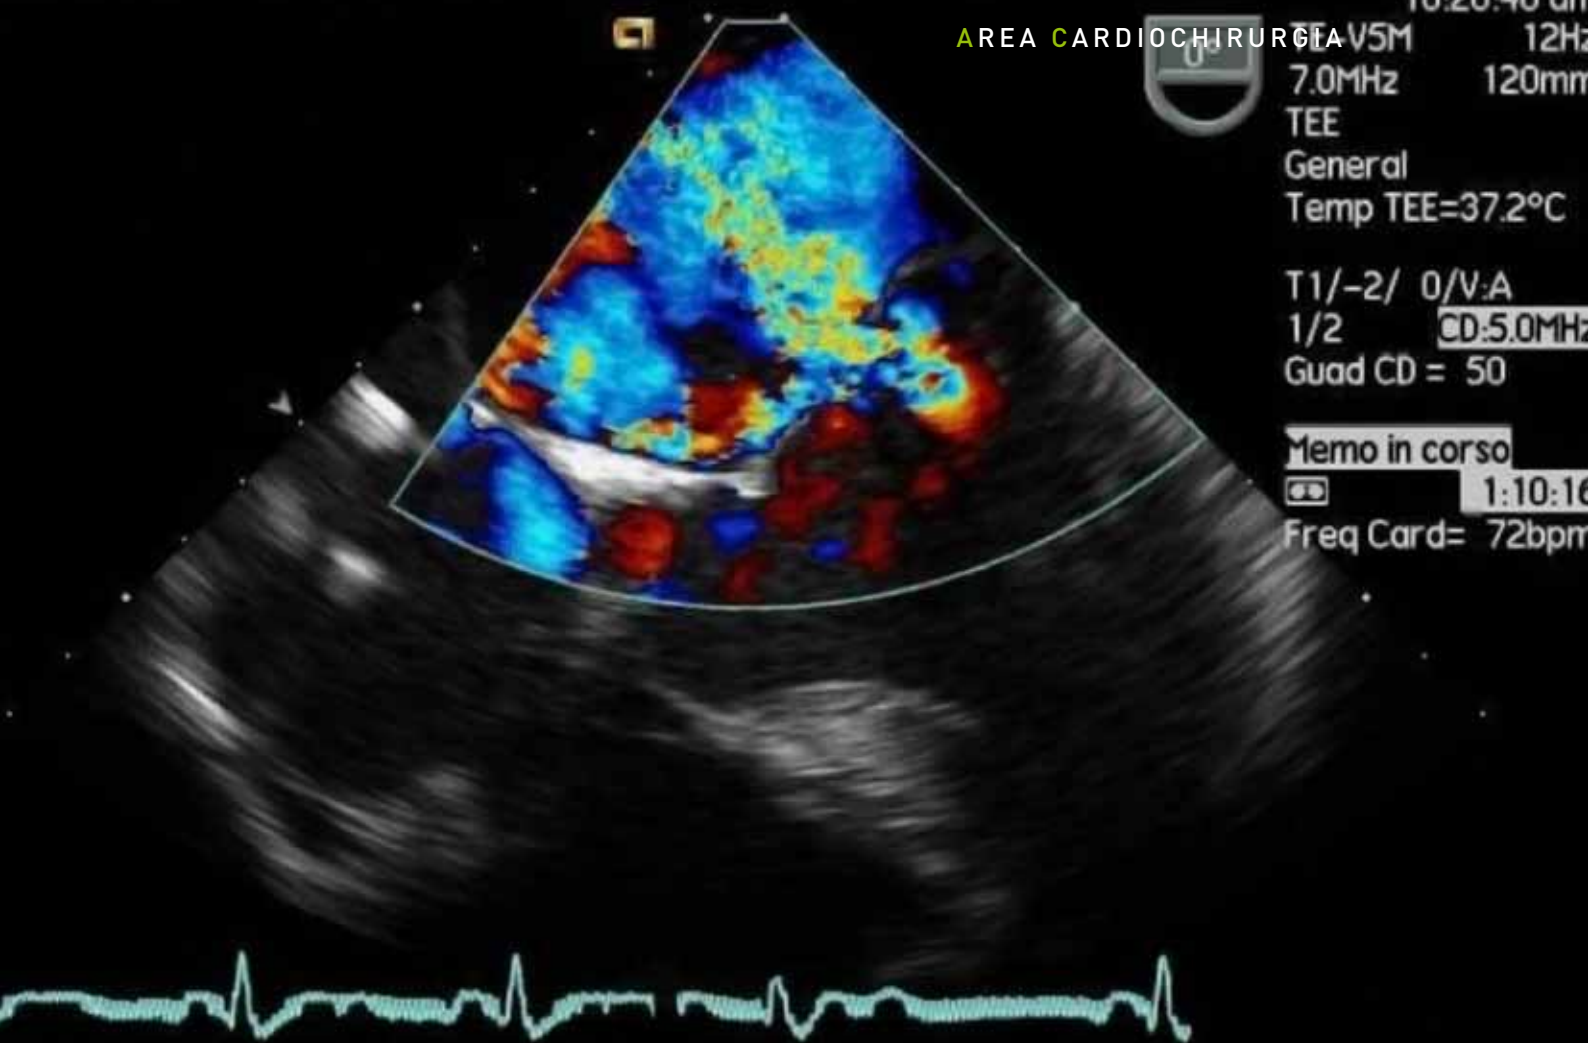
Ecocardiografia transesofagea in sezione medio-esofagea 4 camera: al color-Doppler si osserva un esteso jet centrale con ampia area di convergenza di flusso indicativa di insufficienza mitralica severa.
